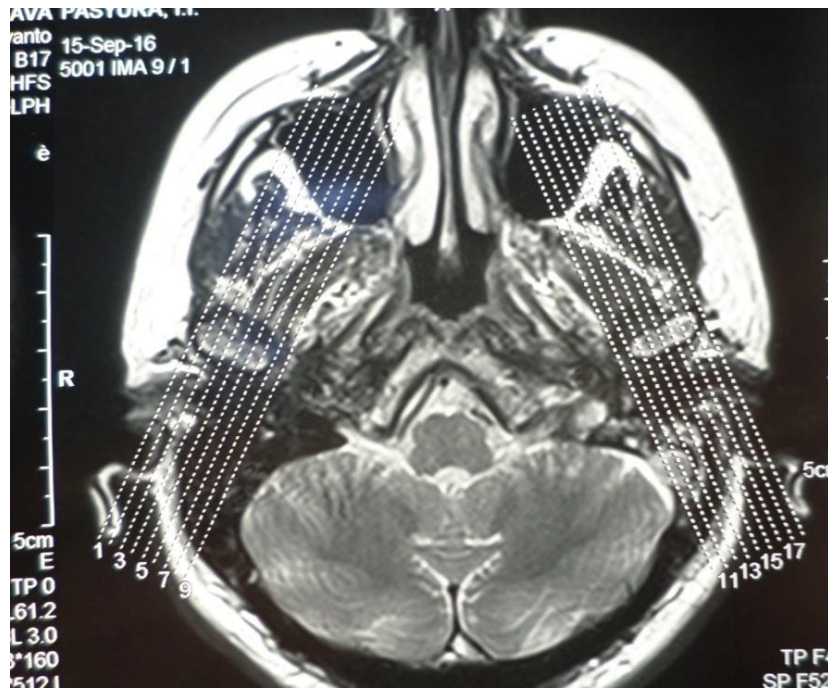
Зображення серійних зрізів при МРТ дослідженнях СНЩС.
